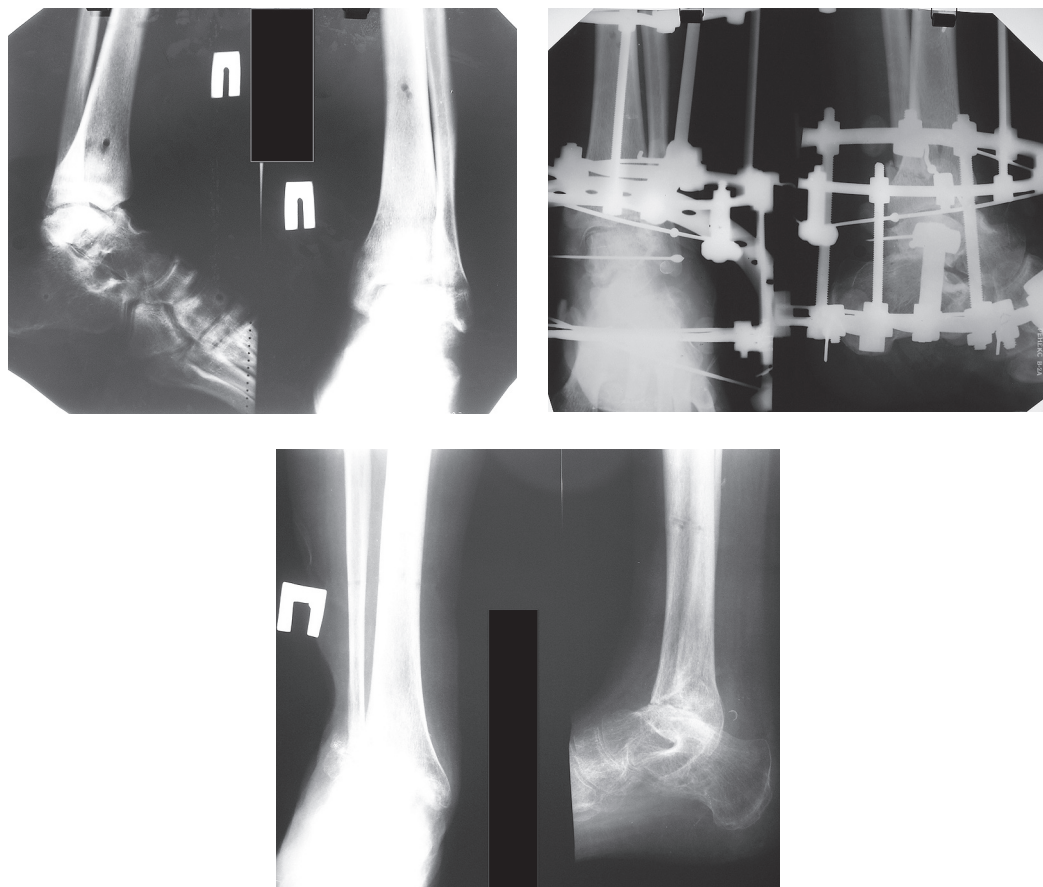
Рентгенограммы голеностопного сустава больного Д.
